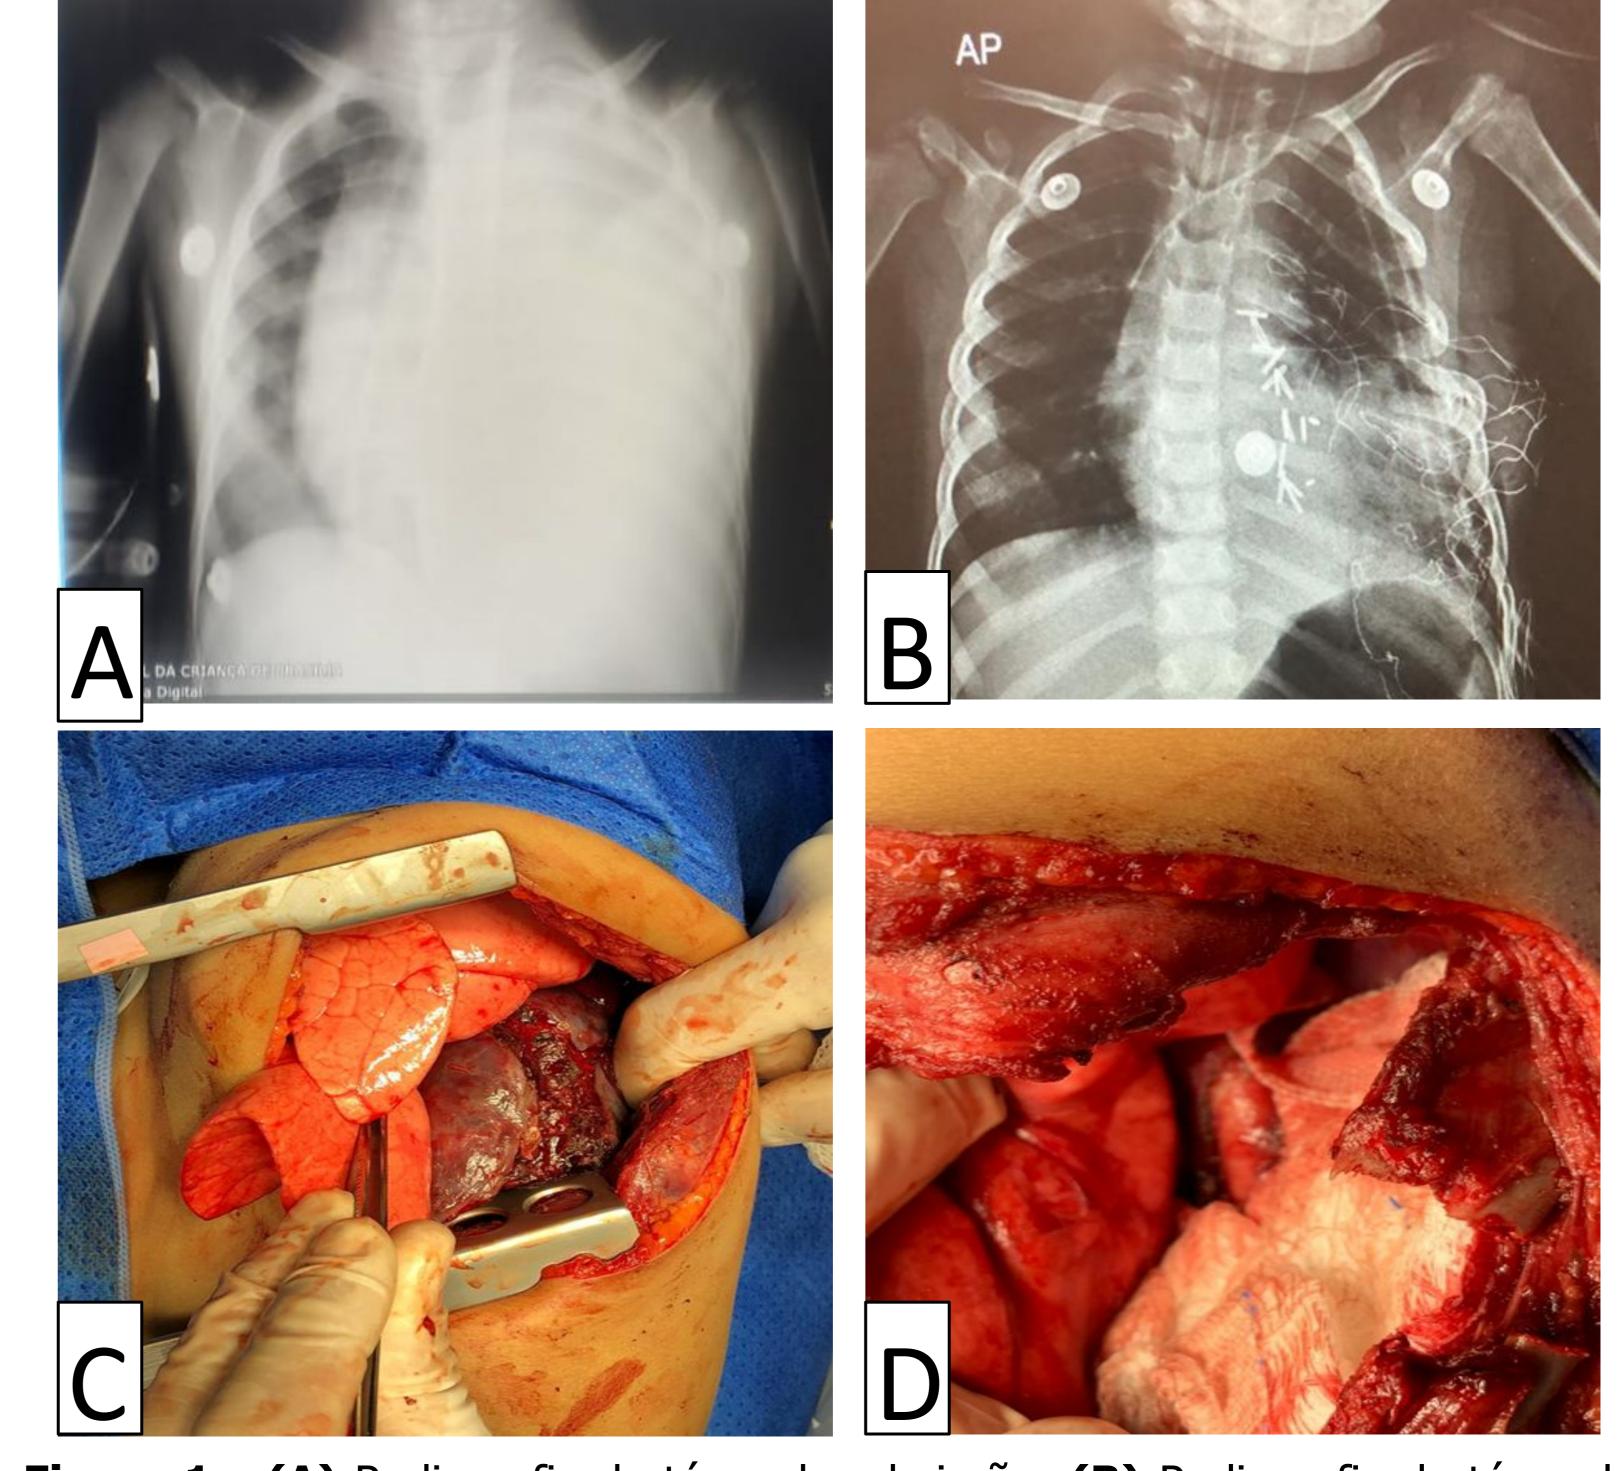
(A) Radiografia de tórax da admissão; (B) Radiografia de tórax do 1º dia de pós-operatório de controle de danos mostrando clipes metálicos sobre a superfície tumoral e pleura mediastinal, além de duas compressas cirúrgicas; (C) Toracotomia póstero-lateral evidenciando massa em mediastino posterior com laceração em trajeto de drenagem de tórax; (D) Controle de danos com ressecção parcial do tumor e tamponamento com duas compressas cirúrgicas.
